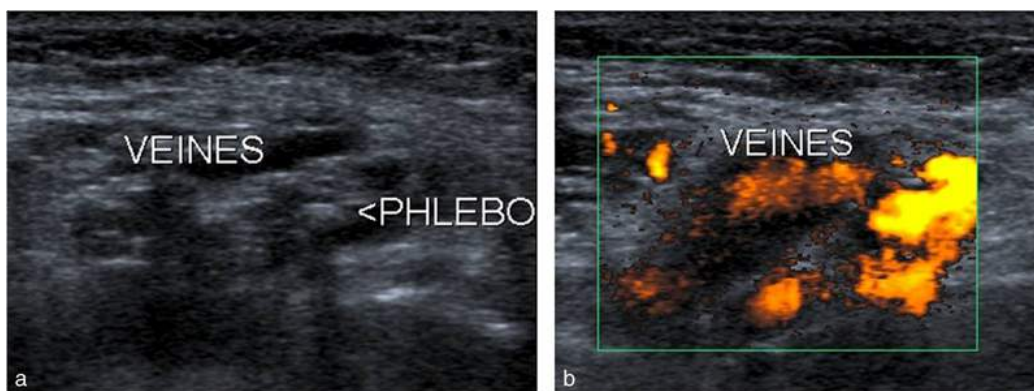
Malformation vasculaire à flux lent, superficielle. Coupes sans (a) et avec Doppler énergie (b).
